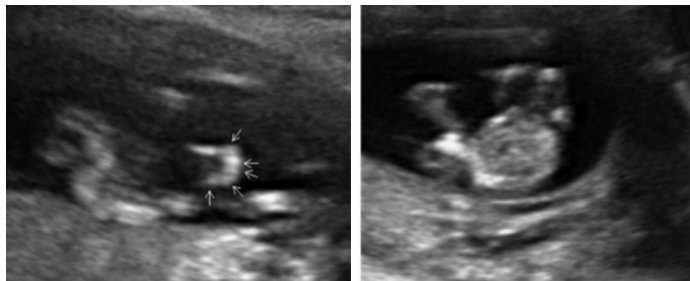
y 8B. Braquidactilia por ultrasonido.
